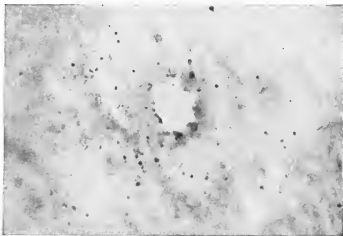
Внедрение мелких частиц металла в зоне входного отверстия на коже (рентгеновский снимок).
